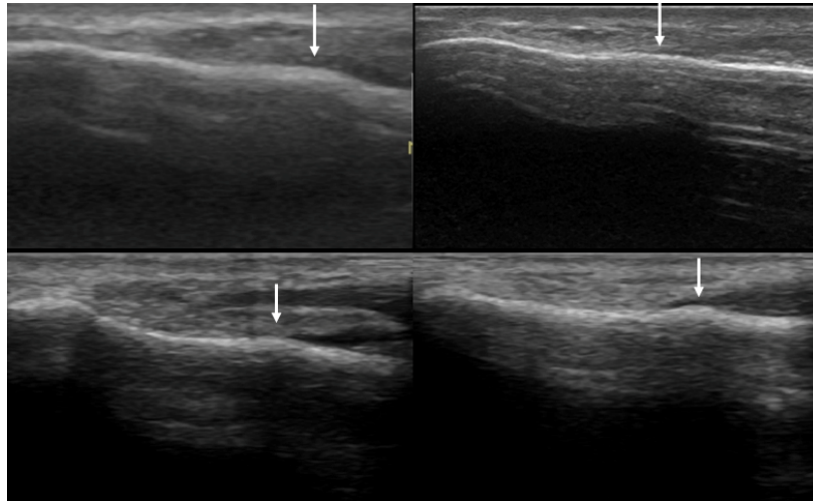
Jones 骨折手術の既往のある選手の超音波画像
